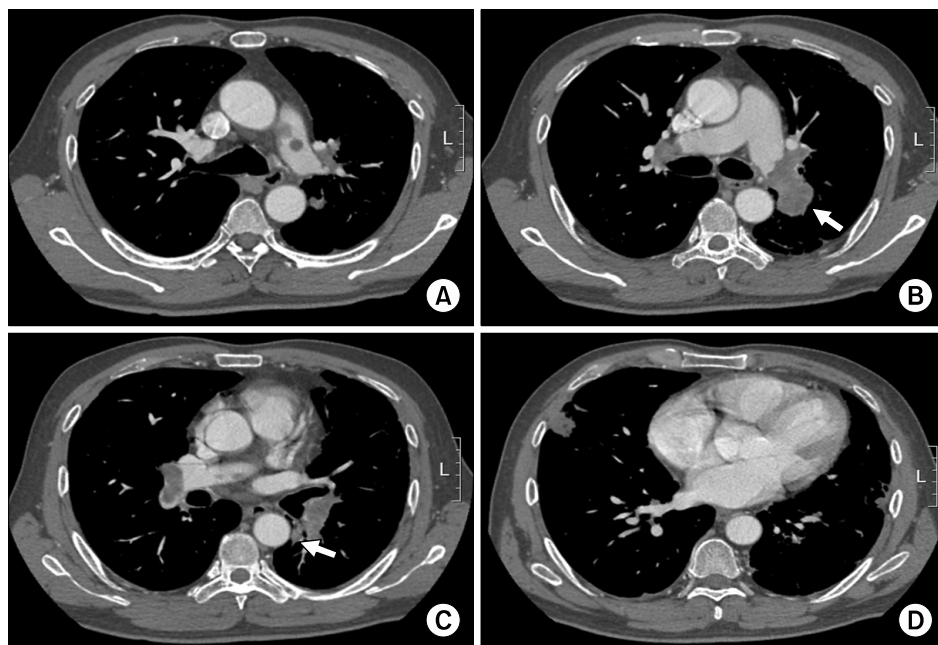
Axial enhanced CT scans obtained with pulmonary embolism protocol showed multifocal low attenuating filling defects within the proximal left pulmonary artery (A), distal right and left pulmonary arteries, left lower lobar artery and right middle and lower lobar arteries (B, C). Main lesion was luminal expansile (arrow). Subpleural nodular consolidations were seen in the right middle lobe and left lower lobe (D). CT: computed tomography.
